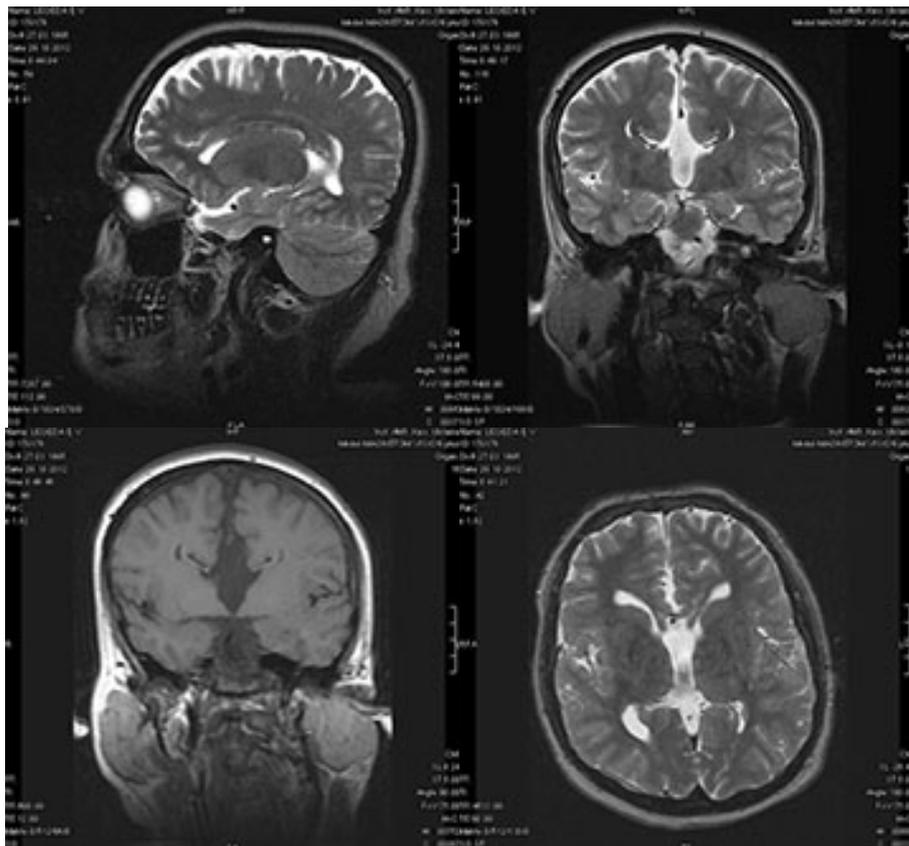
МР-томограммы пациента с агенезией мозолистого тела, прозрачной перегородки и с субэпендимарной гетеротопией коры.
